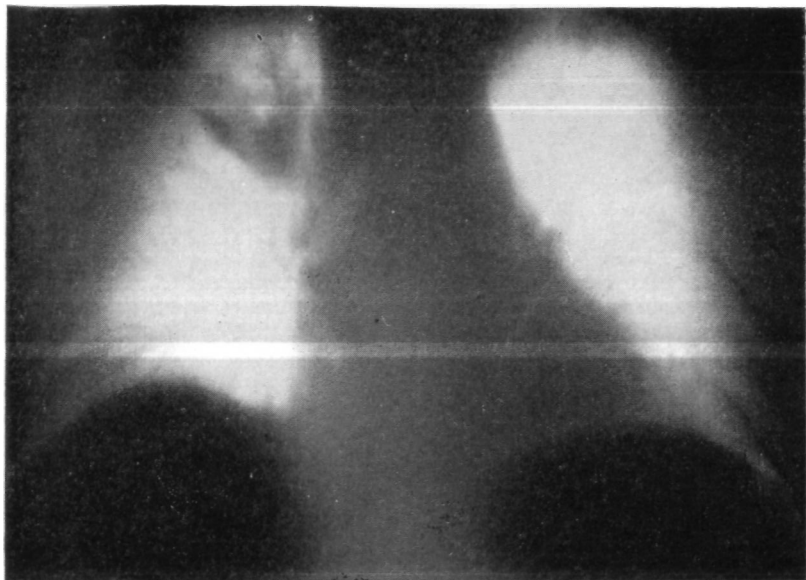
Тот же больной. Прямая томограмма легких (10 см от спины). Узел опухоли в области верхнедолевого бронха.
